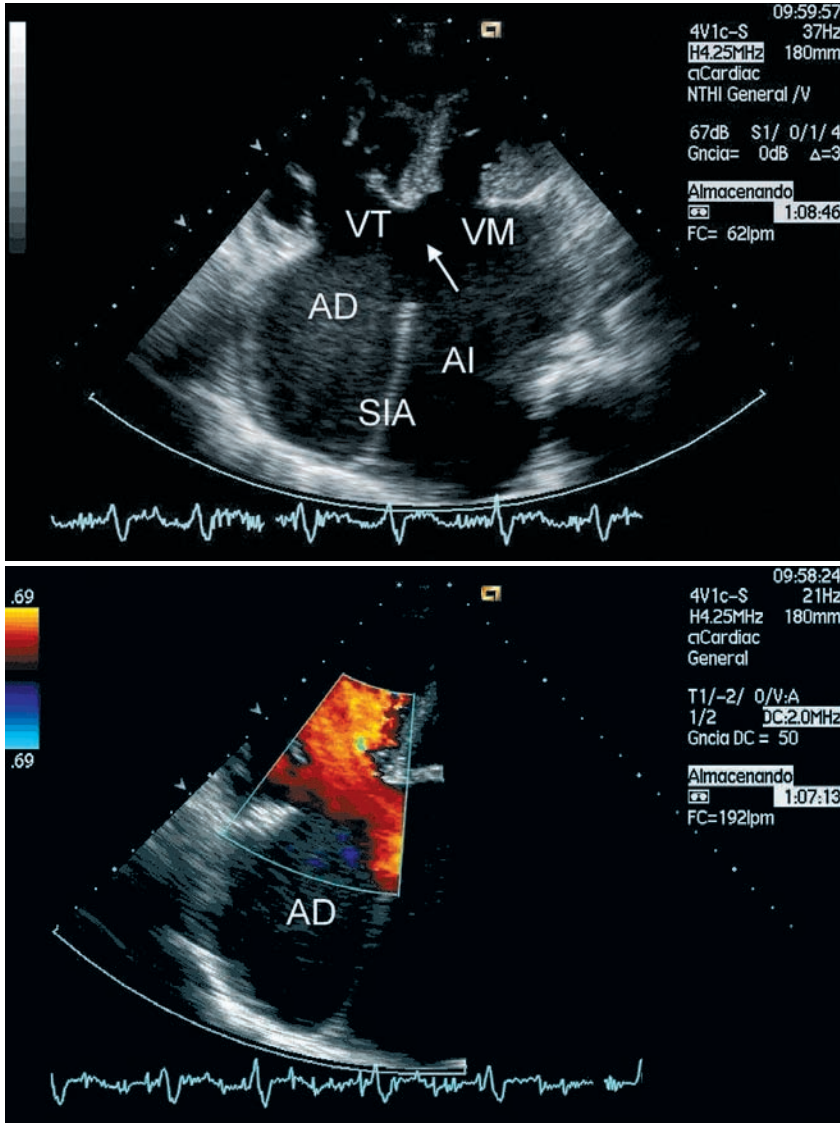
Septum primum (flecha) con cortocircuito izquierda-derecha visto por Doppler color (imagen inferior). AD: aurícula derecha; AI: aurícula izquierda; SIA: septo interauricular; VT; válvula tricúspide; VM: válvula mitral.
